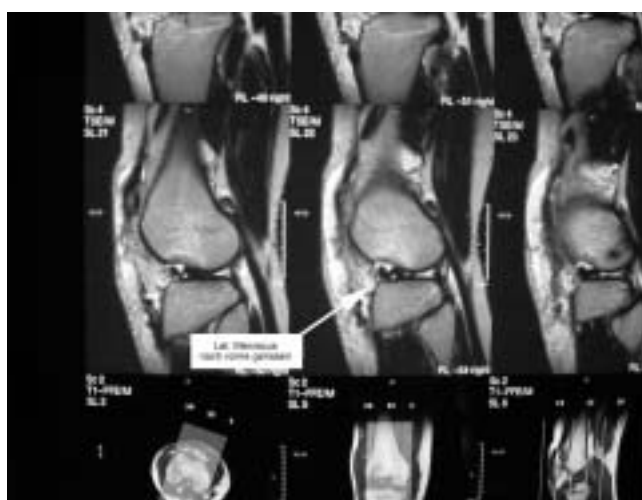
MRI sagittal, T1 gewichtet: vollständig nach ventral luxierter lateraler Meniscus.
